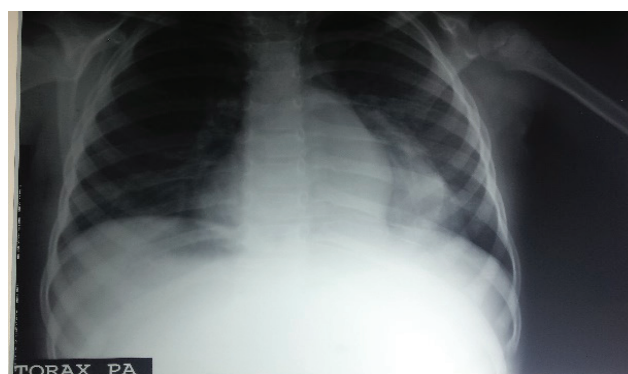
Radiografía de Torax .
